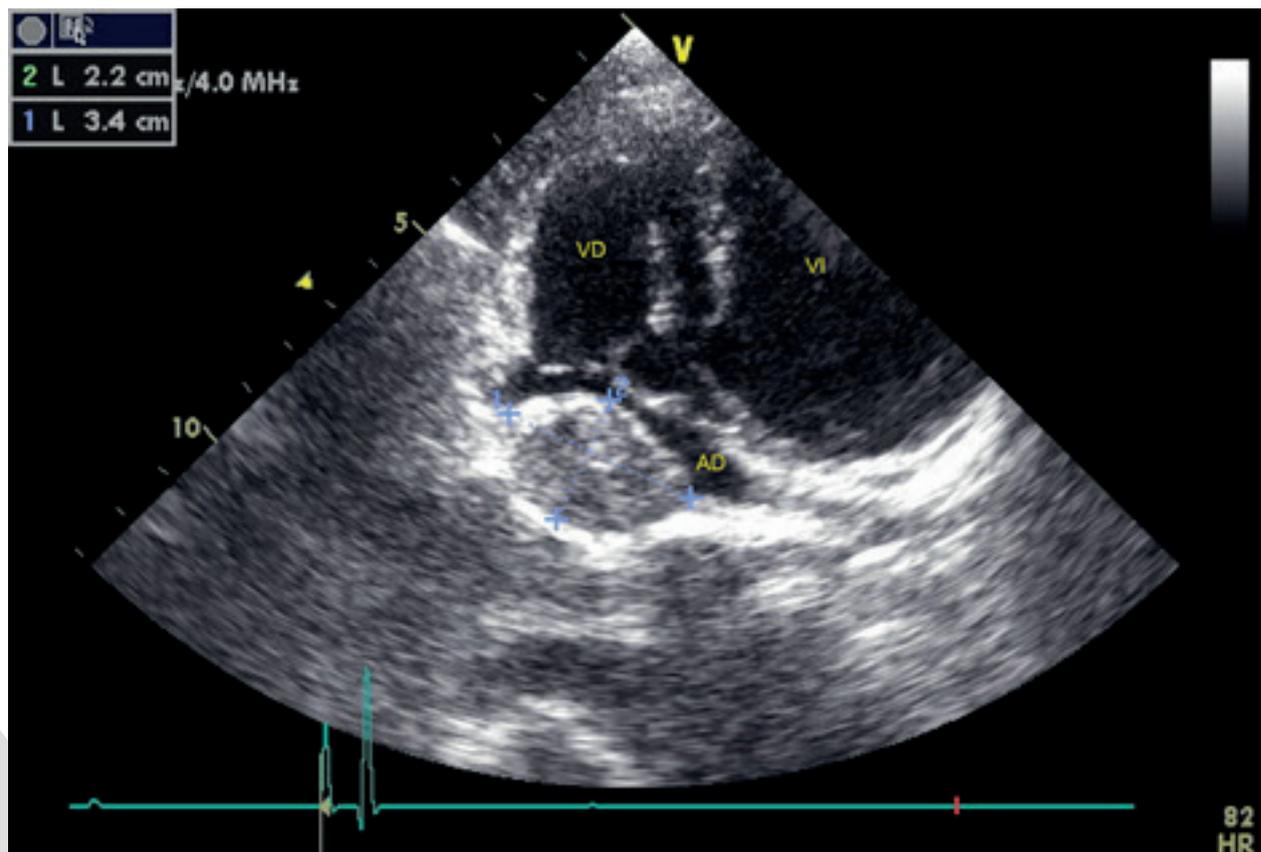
Ecografía, corte apical izquierdo de cuatro cámaras, donde se observa una masa (2,2 x 3,4 cm de diámetro), que está comprimiendo el atrio derecho (AD), con un diagnóstico diferencial más probable por localización, de hemangiosarcoma. Ventrículo derecho (VD), ventrículo izquierdo (VI).
